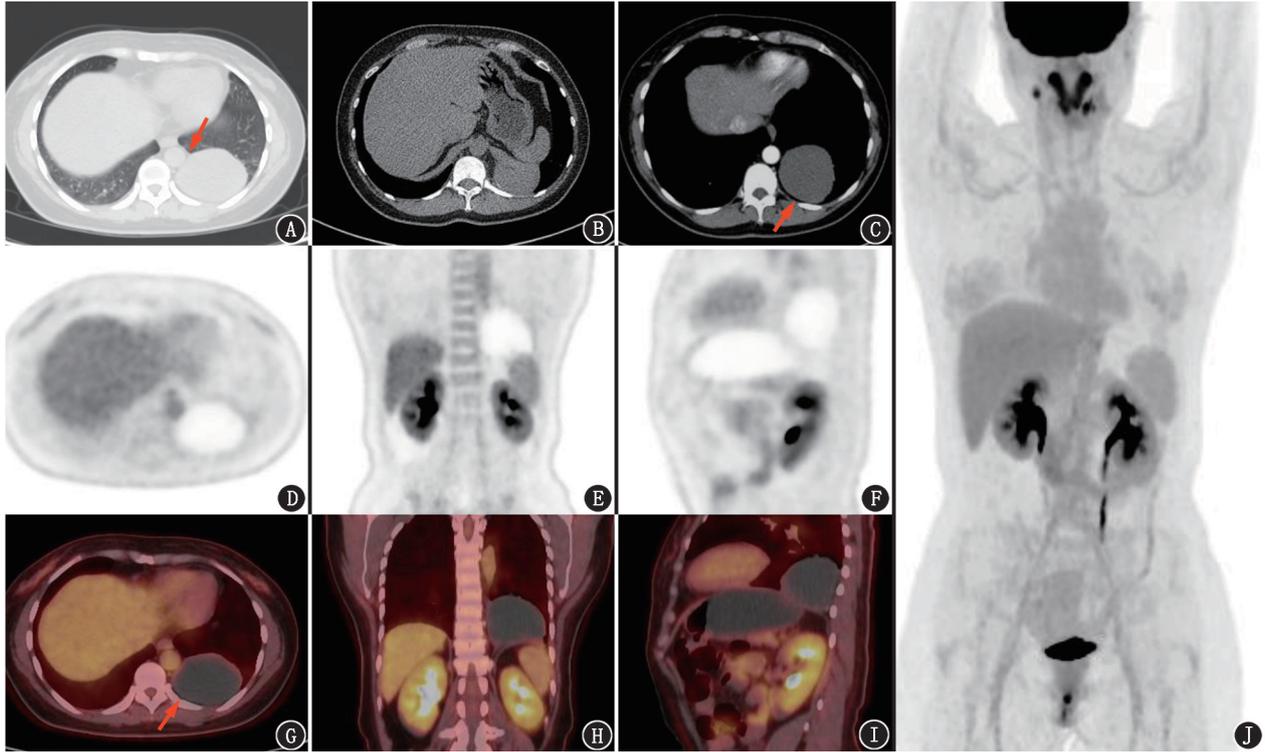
后纵隔肿物患者(女,47 岁)增强 CT 与¹⁸F-FDG PET/CT 图。A. CT 肺窗见左侧胸腔肿物,边缘光滑,肿物与降主动脉间见少许脂肪间隙(箭头示);B. CT 纵隔窗见肿物呈软组织密度,边缘见少许弧形钙化;C.增强 CT 见肿物无明显强化,肿物背侧与胸壁间可见脂肪间隙(箭头示);D~I.横断面、冠状面、矢状面¹⁸F-FDG PET 及 PET/CT 融合图可见肿物内部无显像剂摄取,仅边缘见轻度摄取,另可见肿物背侧与胸壁间脂肪间隙(箭头示);J. PET 最大密度投影图示全身未见其他病灶
